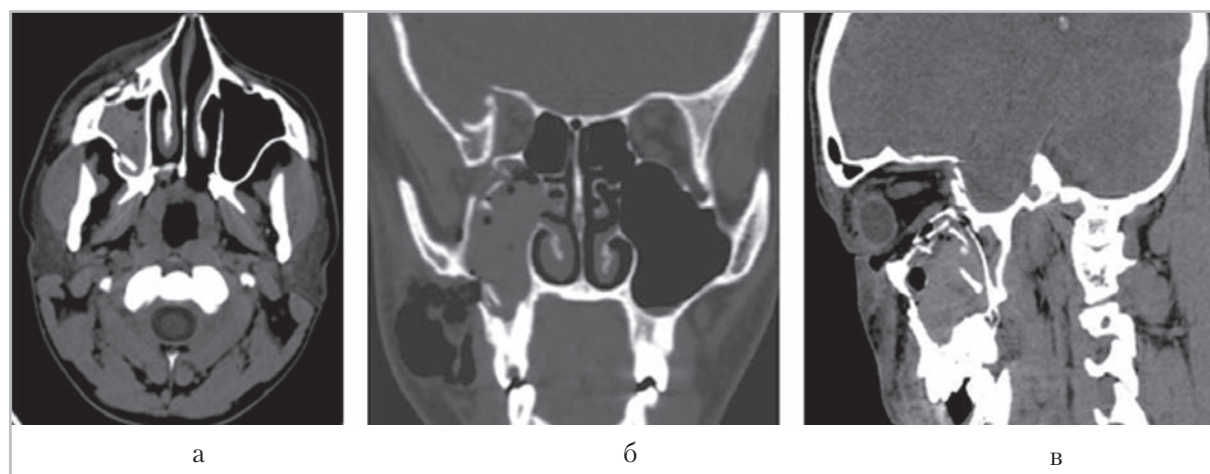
Компьютерные томограммы (*а* — аксиальная; *б* — фронтальная; *в* — сагиттальная проекции). Перелом скулового комплекса справа, вдавленный перелом передней и наружной стенок правой верхнечелюстной пазухи, нижней стенки орбиты, гемосинус справа
